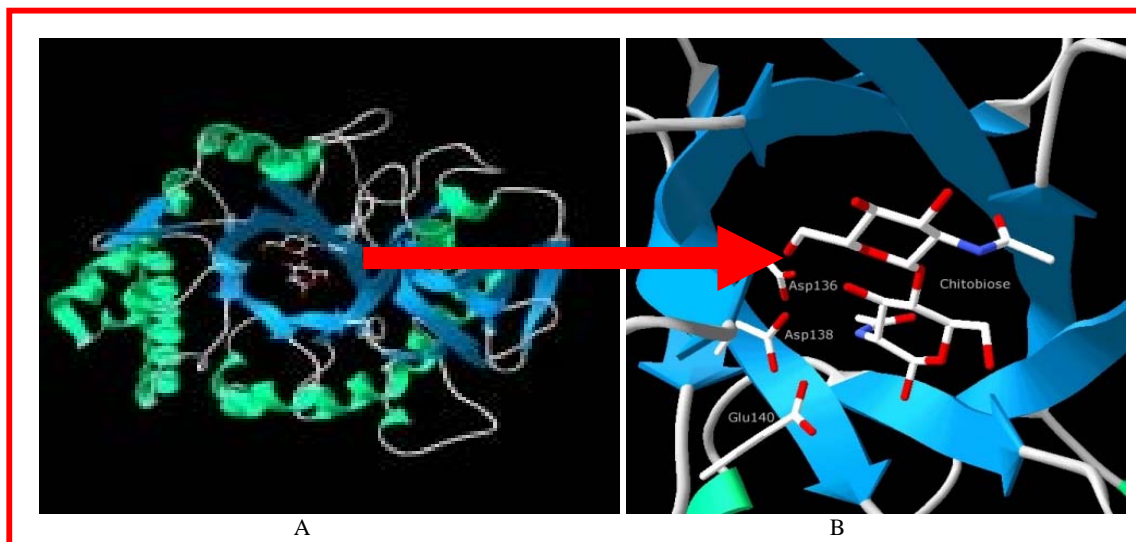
A quitotriosidase. A QT é uma quitinase humana (39KDa) capaz de hidrolisar a quitina (A). A figura B mostra o sítio ativo da QT. [Fonte: Fusetti et al., 2002; <http://www.xray.chem.rug.nl/Gallery1.htm>].
